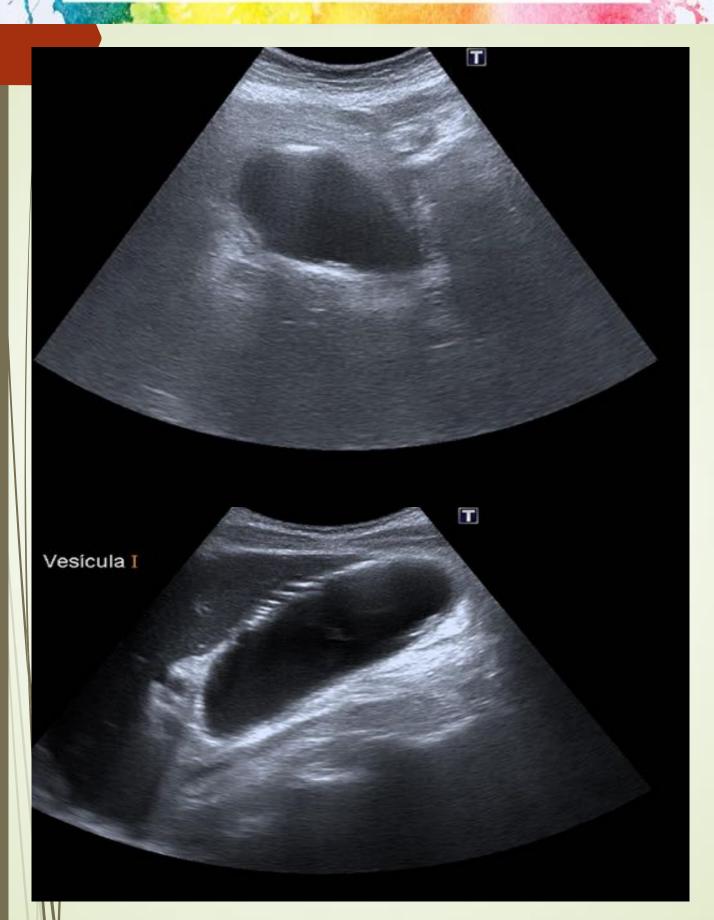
Ecografía de abdomen de dos pacientes con vesícula biliar distendida, con microlitiasis en su interior y pared engrosada con presencia de burbujas aéreas. Hallazgos compatibles con colecistitis enfisematosa.
